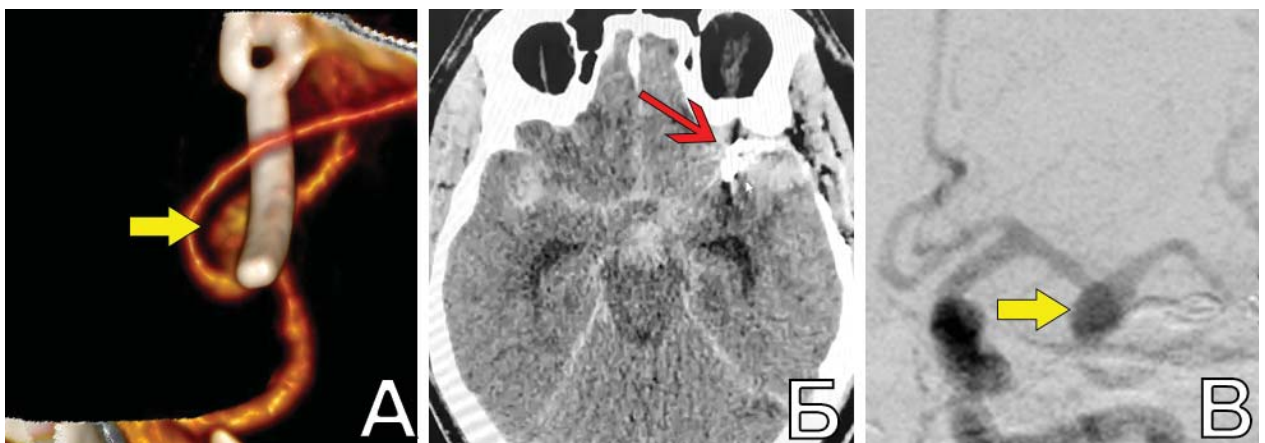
Кровоизлияние из резидуальной аневризмы через 12 лет после клипирования КА бифуркации СМА слева у пациента Н., 59 л. А. КТА через 12 лет п/о: отмечается контрастирование аневризмы на уровне шейки (MP3); Б. КТ головы через 3 месяца после КТА: отмечается САК. Наибольшее количество крови отмечалось в области СЩ слева (указано стрелкой); В. ЦАГ: определяется источник САК – аневризма СМА слева с контрастированием части дна (MP4)
